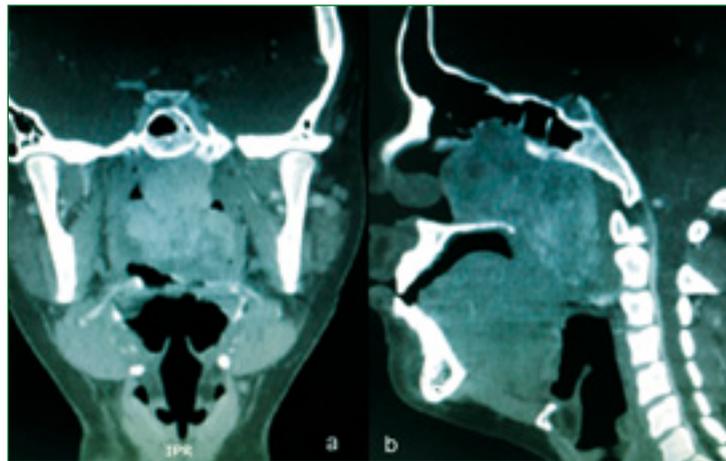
a) Tomografía coronal con contraste endovenoso en donde se observa tumoración vascularizada confinada solo a nasofaringe; b) Corte sagital de tomografía computada donde se observa la tumoración, que refuerza con el material de contraste, abultando el paladar blando hacia la cavidad oral.
